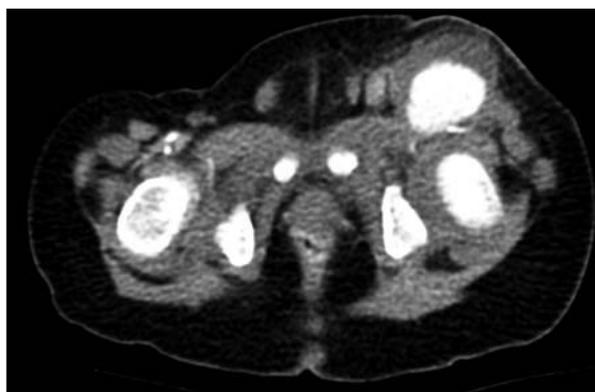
Tomografía axial computarizada que muestra el pseudoaneurisma gigante de la arteria femoral común izquierda.
